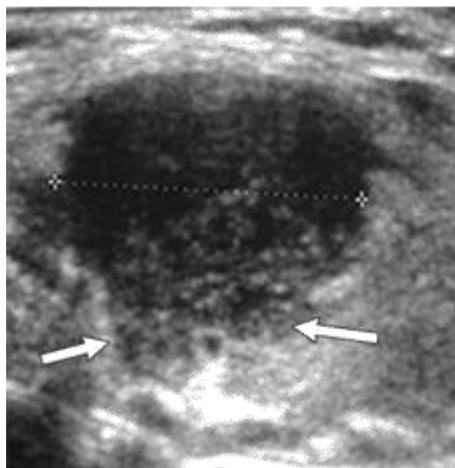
Figura - El mismo nódulo visualizado por TC (sin presión externa) y con ecografía. El diámetro AP se modifica al aplicar presión.
